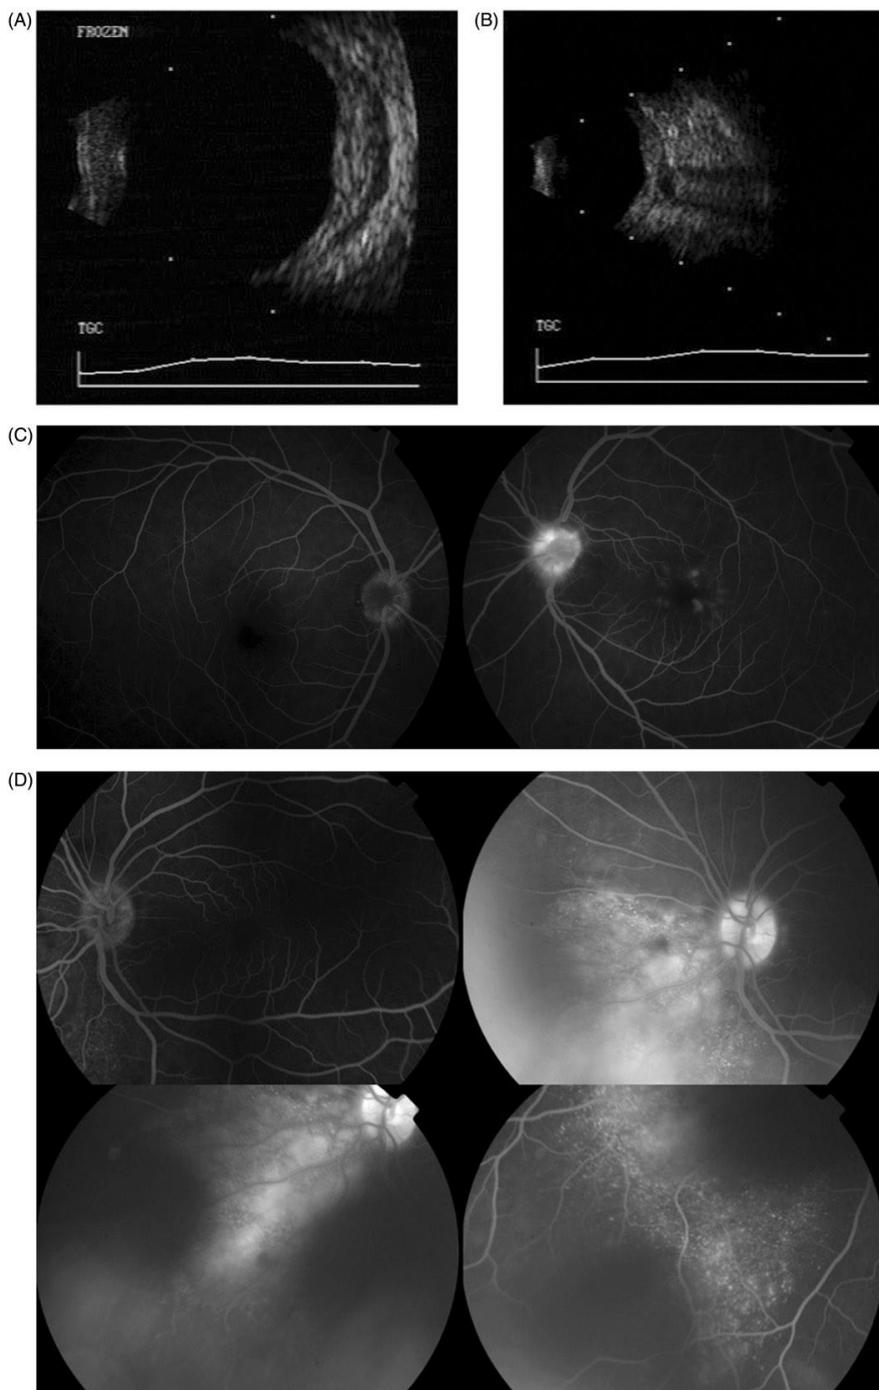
Estudios auxiliares en pacientes con escleritis posterior: engrosamiento esclero-coroideo (A) y signo de la “T” en ultrasonido modo B (B). Presencia de tinción de la papila (C), tinción y fuga difusa de líquido subretiniano en el sitio de la lesión en la angiografía con fluoresceína e hiperfluorescencia en imagen aneritra (D).¹
